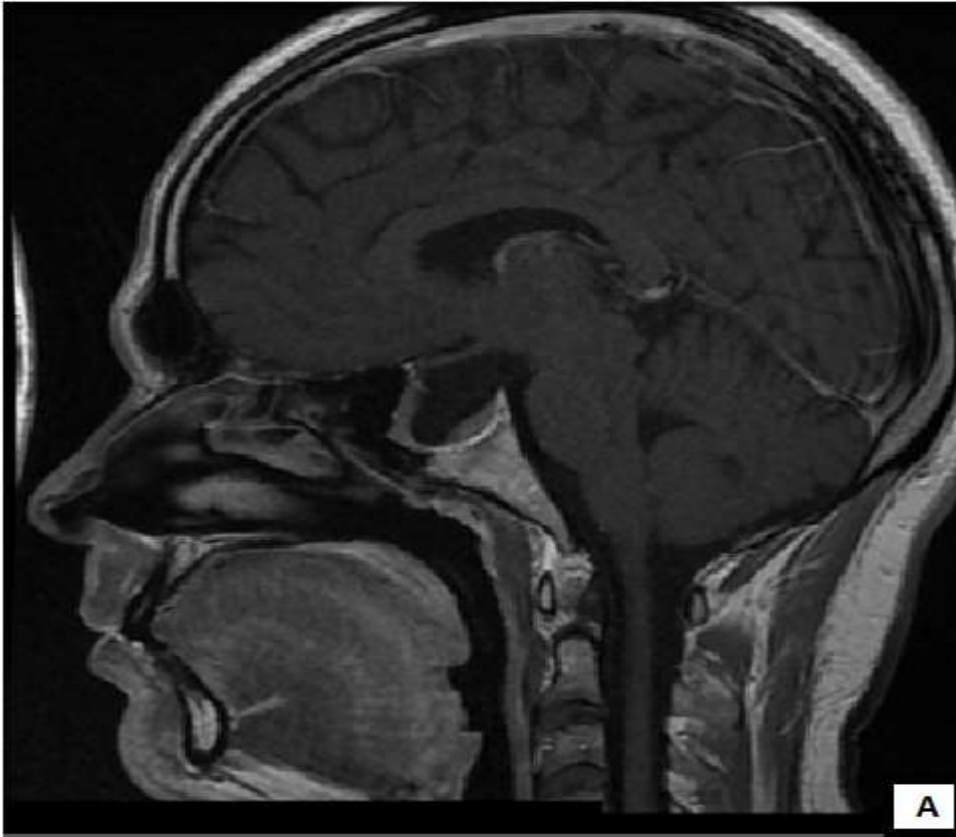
IRM cérébrale du même patient que la figure 15 et 16 (Patient 11), 4 ans après l'exérèse chirurgicale.
